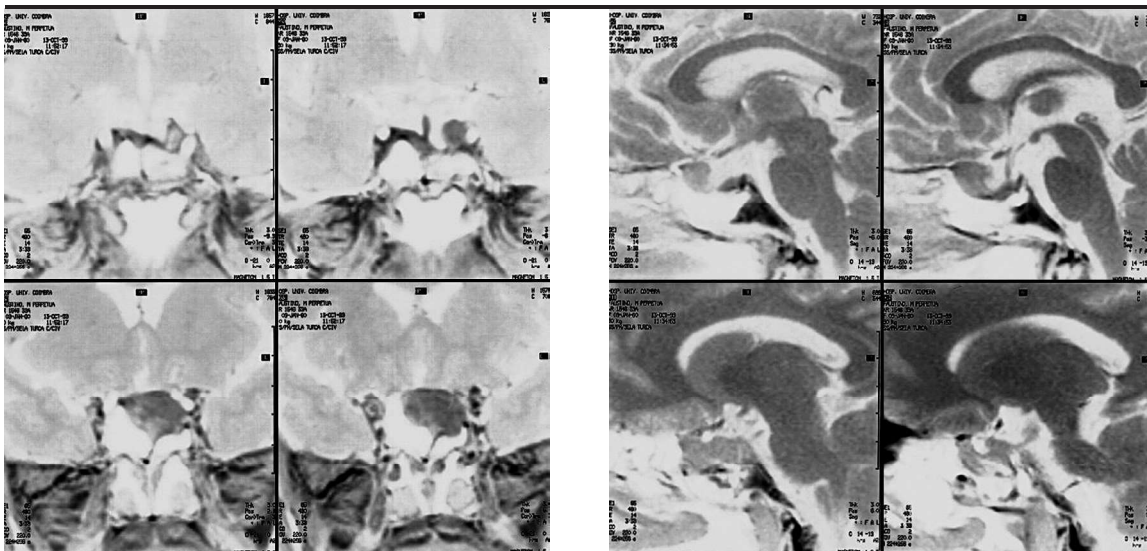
RM do tumor após a primeira cirurgia.
